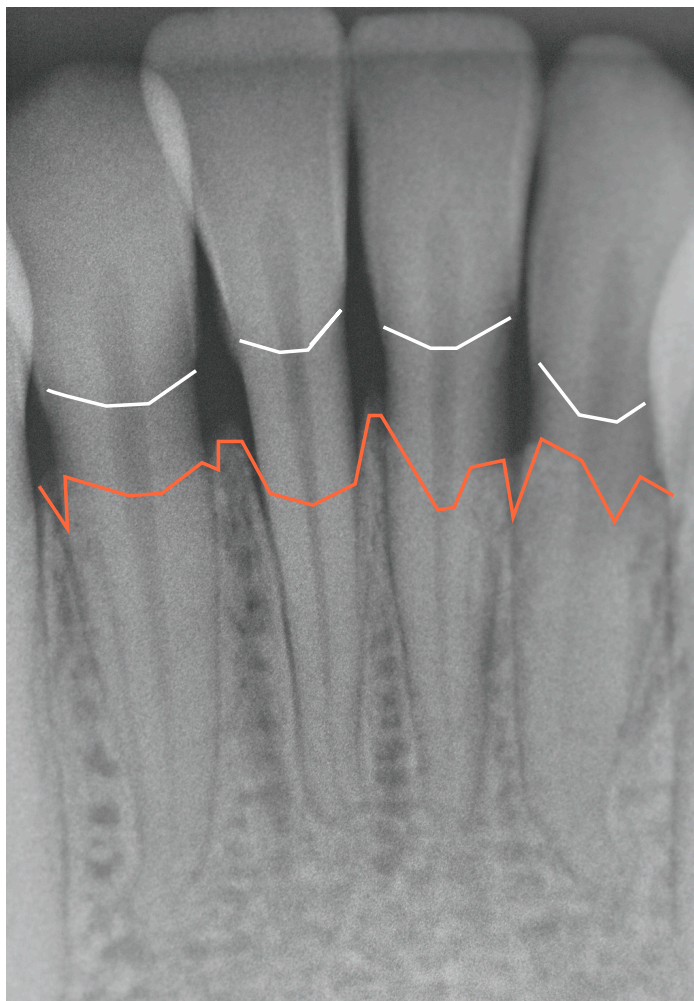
Radiografia periapical de uma paciente aderida ao projeto: perda e irregularidade da margem óssea envolvendo a região compreendida entre a linha branca e vermelha.
